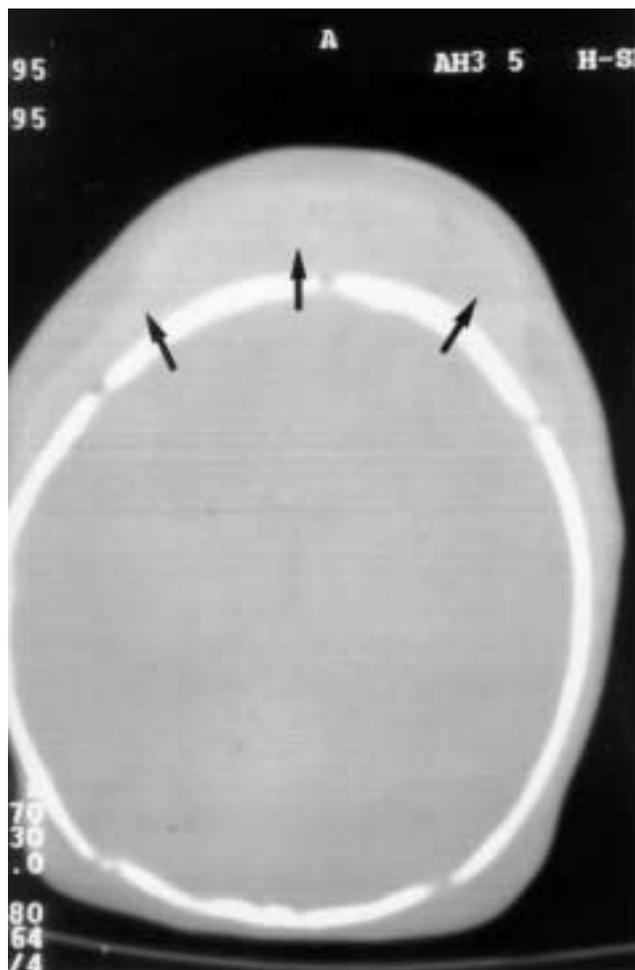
Tomografía computarizada craneal: Acúmulo subcutáneo de sangre (flechas) compatible con hematoma subgaleal.
